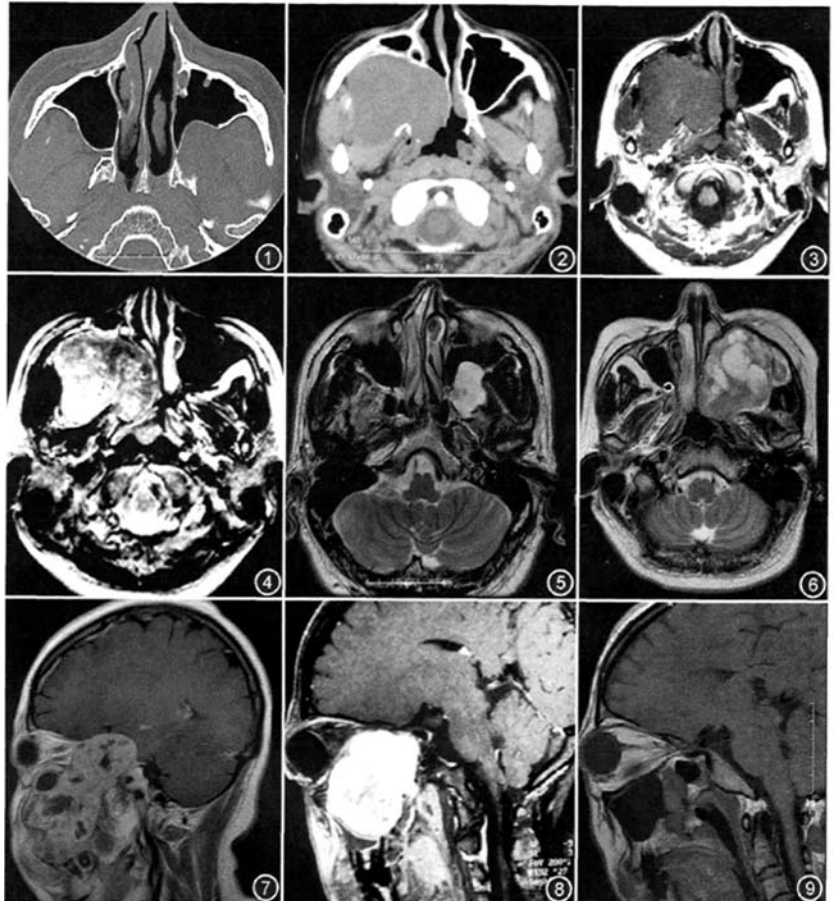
横断面 CT 骨窗, 左侧翼腭窝扩大, 其内见类圆形软组织肿块影, 邻近骨质受压变薄, 向外通过翼上颌裂突入颞下窝, 向前突入上颌窦 图 2~4 同一患者。图 2: 为 CT 横断面软组织窗, 右侧翼腭窝明显扩大, 其内可见类圆形的软组织肿块影, 密度均匀, 边界清楚, 邻近骨质受压变薄, 局部有吸收, 向外通过翼上颌裂突入颞下窝, 向前突入上颌窦, 向内突入鼻腔及鼻咽部; 图 3: 为 MR 横断面 T₁WI, 病变呈均匀等信号; 图 4: 为 MR 横断面 T₂WI, 病变呈不均匀等信号, 内可见大小不一的点、片状高信号 图 5 与图 1 同一患者。MR 横断面 T₂WI, 左侧翼腭窝病变呈不均匀高信号 图 6、7 同一患者。图 6: 为 MR 横断面 T₂WI, 左侧翼腭窝病变呈不均匀等信号, 内可见片状及结节状高信号, 向前明显突入上颌窦, 向外经翼上颌裂突入颞下窝, 向内经蝶腭孔突入鼻腔; 图 7: 为矢状面 MR 增强 T₁WI, 病变呈梭形, 不均匀强化, 内可见片状及结节状未强化区, 对应 T₂WI 高信号区, 病变经圆孔突入颅内 图 8 与图 2~4 同一患者。矢状面 MR 增强 T₁WI, 病变明显强化, 但不均匀, 内可见点、片状未强化区, 与 T₂WI 高信号区相对应 图 9 MR 矢状面 T₁WI, 翼腭窝可见梭形软组织肿块影, 呈均匀等信号, 边界清楚, 沿翼腭管及腭大管向口腔蔓延
